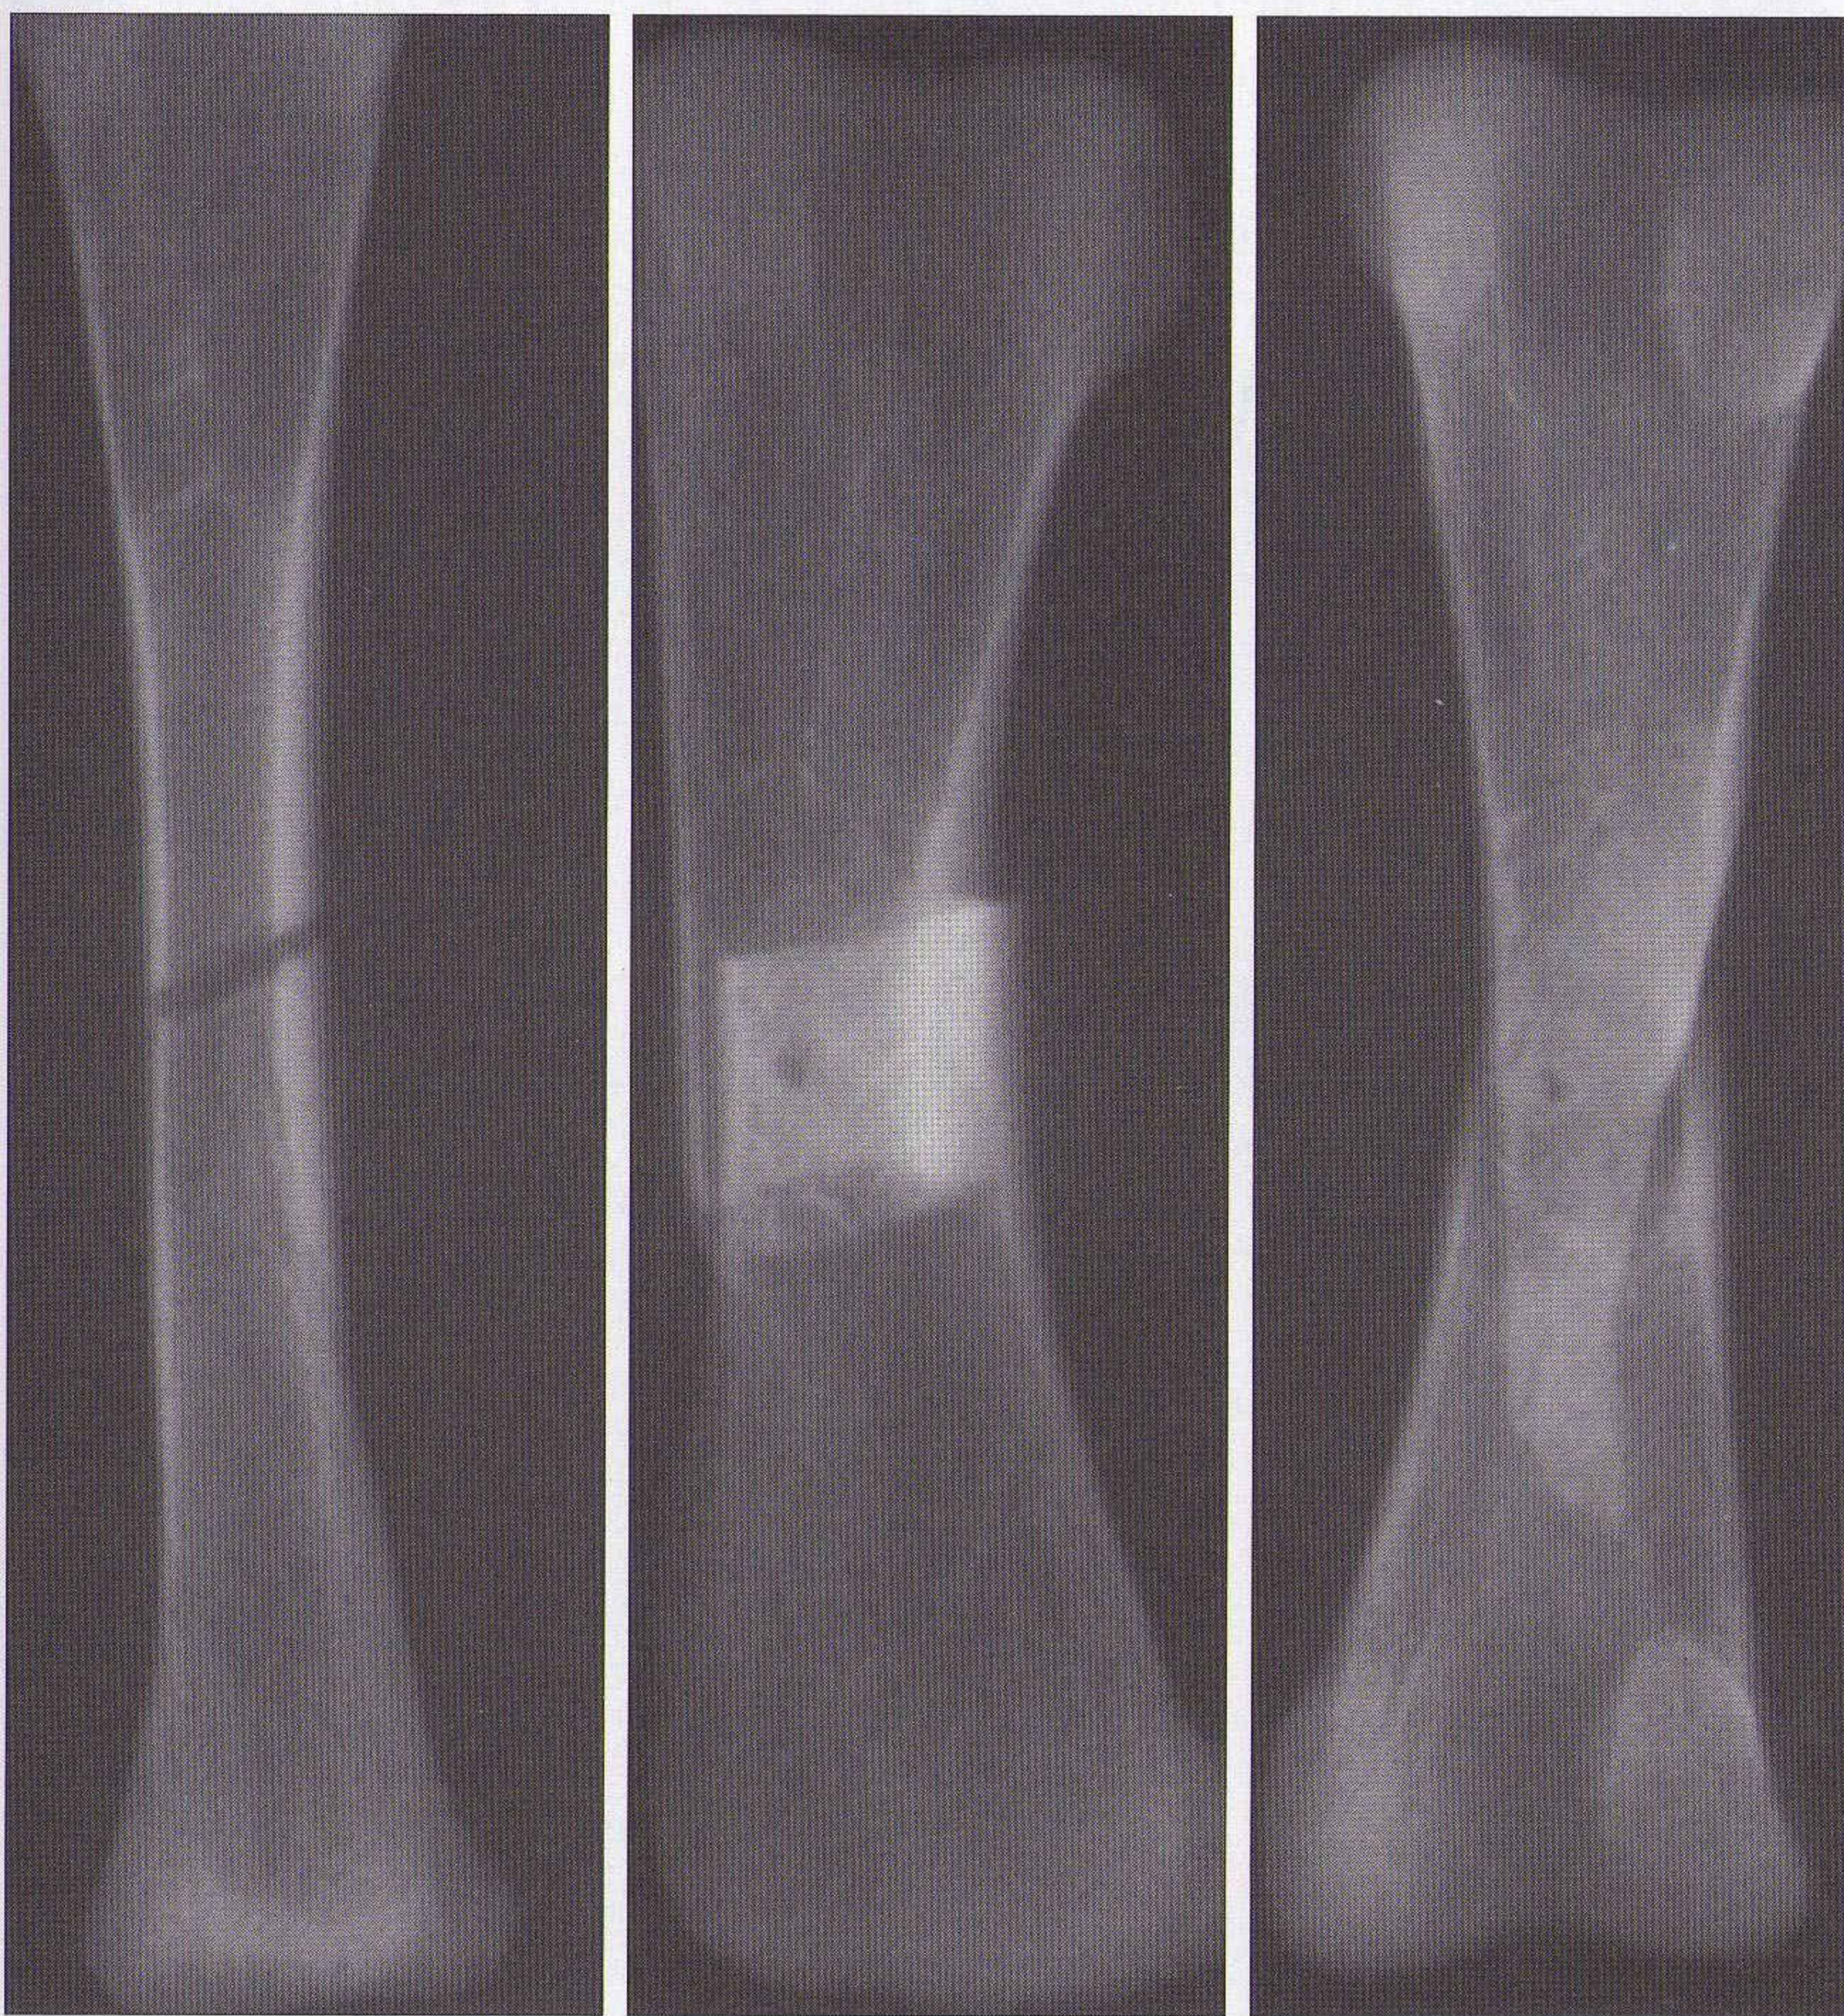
Trois fractures. À gauche, les fragments sont écartés et la fracture apparaît comme une ligne sombre (noire) sur la radiographie. Au centre, les fragments se chevauchent et la fracture apparaît comme une région dense (claire) sur la radiographie. À droite, l'impaction des fragments donne une image de densité augmentée (claire).
